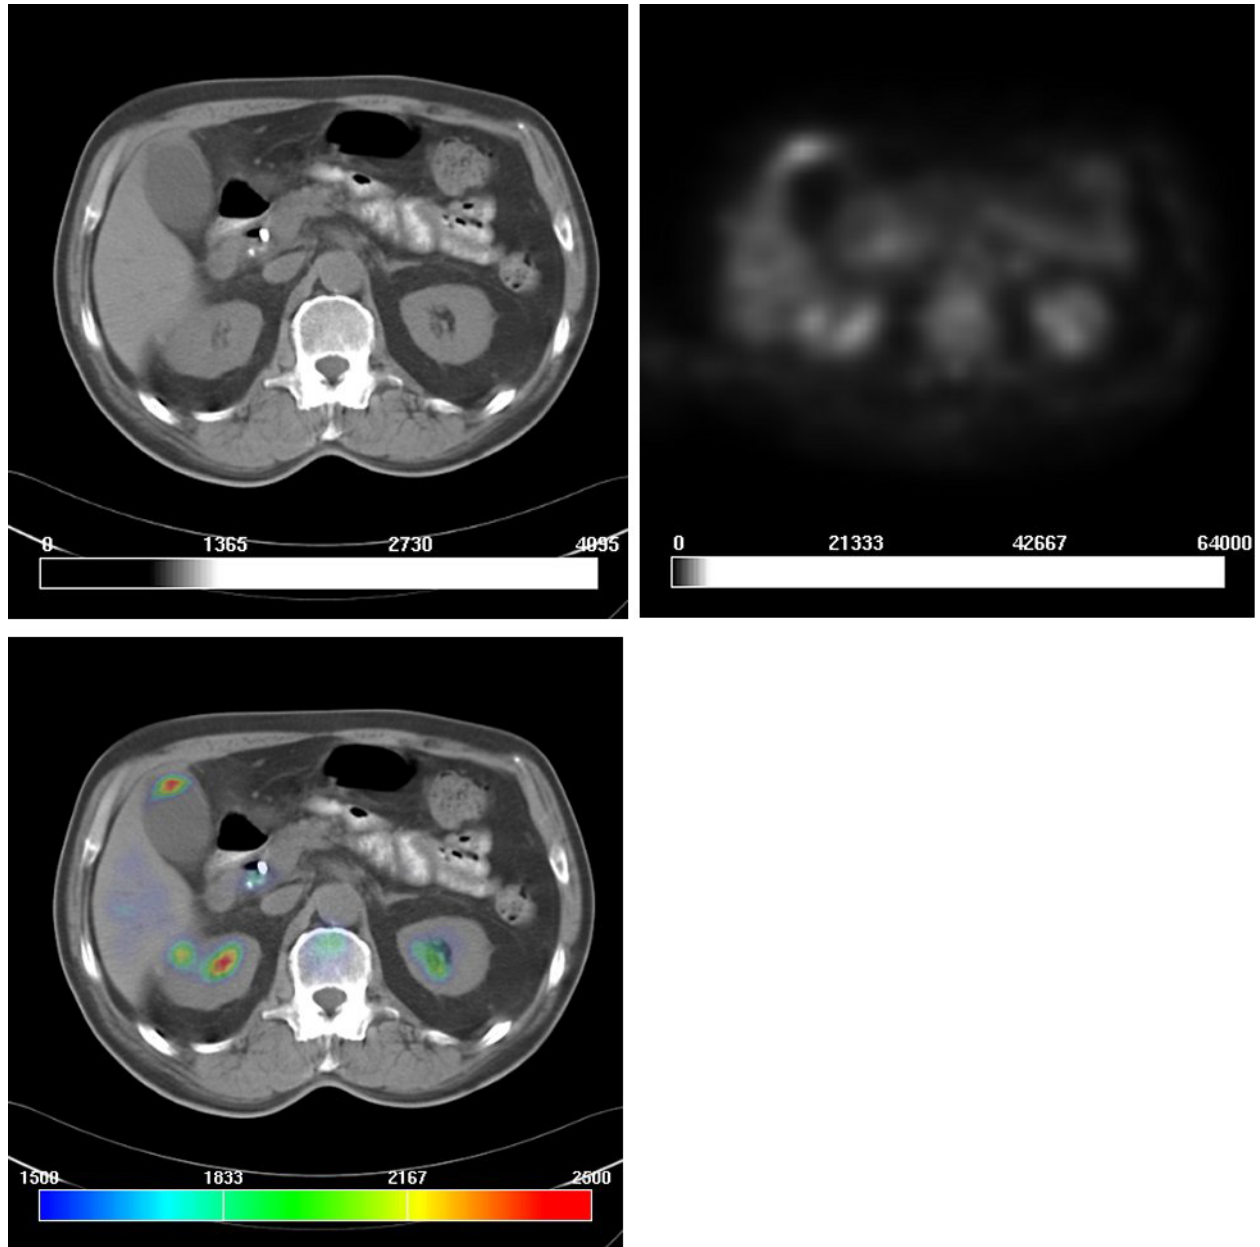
Links oben:* Die CT zeigt eine unauffällige Gallenblase. *Rechts oben:* Die PET zeigt eine Signalanhebung im Bereich der Gallenblase oder der Leber. *Rechts unten:* Die Bildfusion projiziert das Signal auf die ventrale Gallenblasenwand
